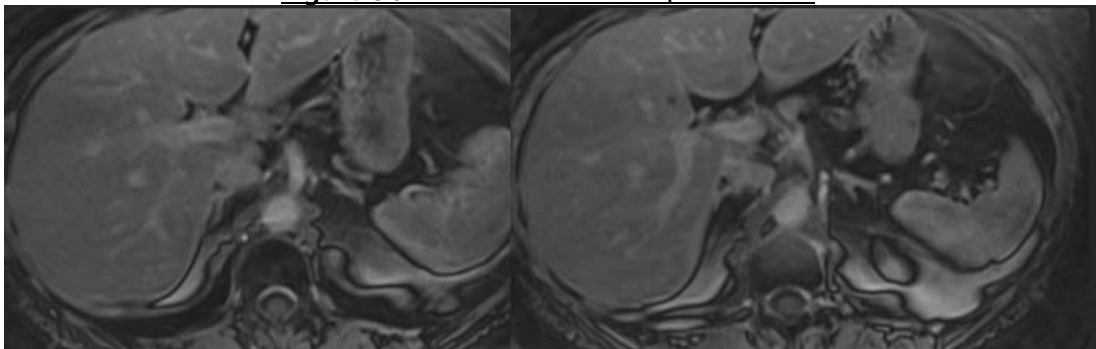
IRM surrénales normales séquences T1 après injection de gadolinium
